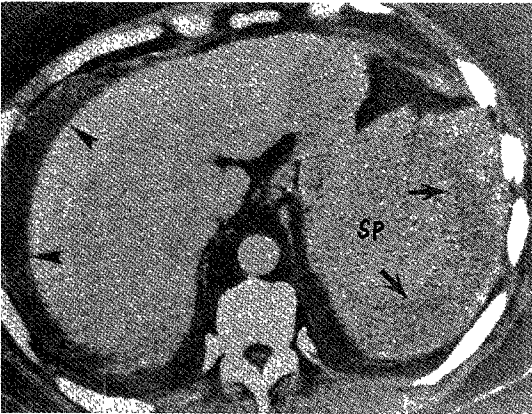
Axial abdomen CT scan of grade 3 with contrast enhanced ; Splenic mild rupture(black arrows) and massive extensive intraperitoneal hemorrhage in to region of hilum of spleen(black arrows head) with subcapsular hematoma without surgery and was sent home 3wks after injury(20 year old man involved in motor vehicle accident).
